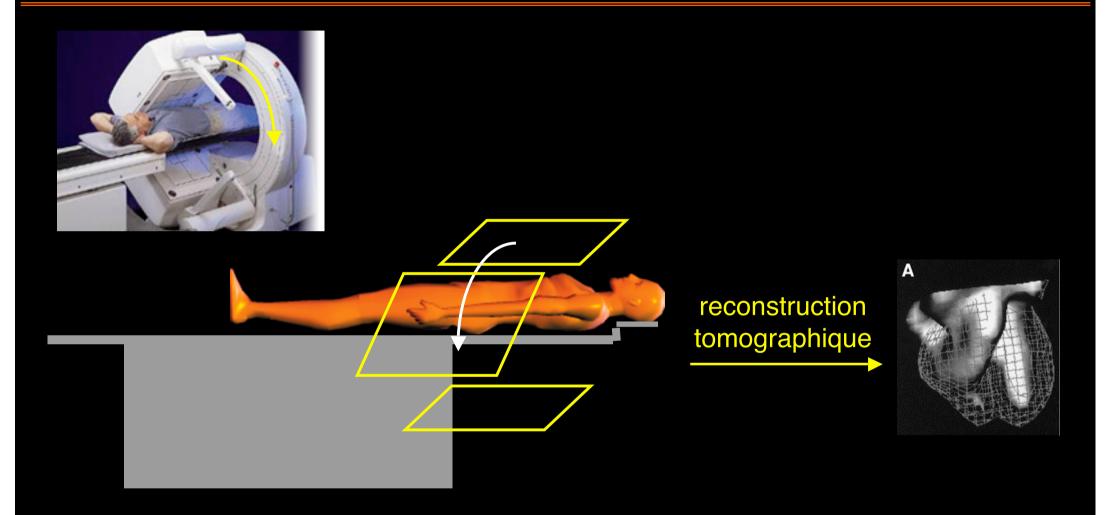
Imagerie cardiaque dynamique : scintigraphie cavitaire Tc-99m
